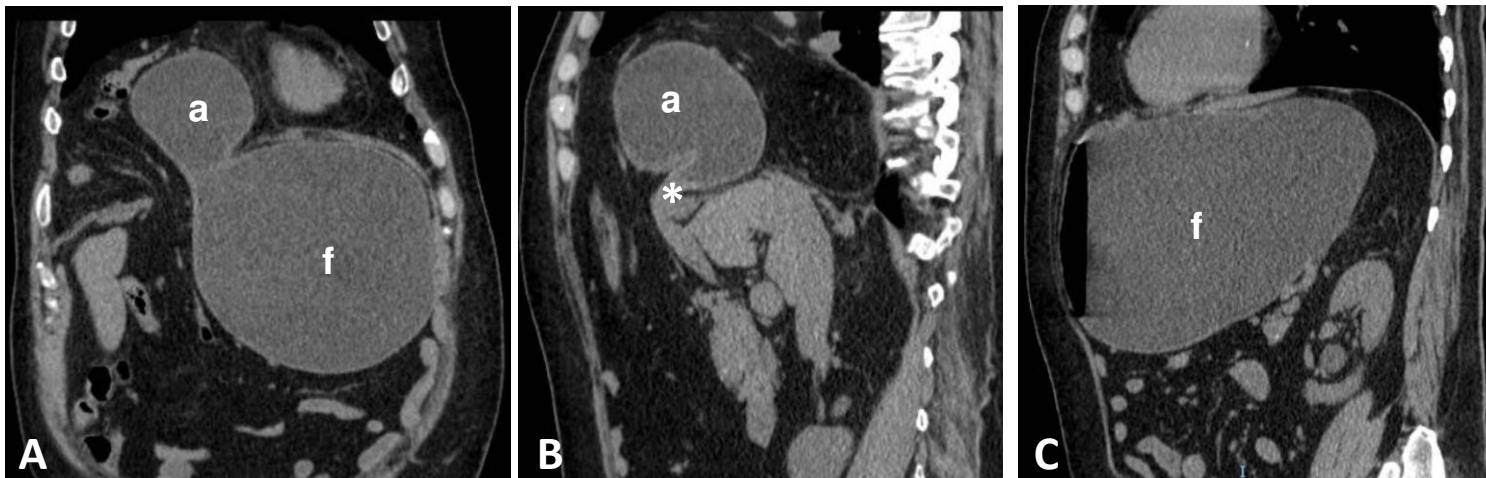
Vólvulo gástrico mesenteroaxial. (A) TC de abdomen sin contraste en plano coronal en la que se aprecia el estómago con antro (a) herniado en cavidad torácica y cuerpo y fundus (f) en la cavidad abdominal. (B) TC abdominal sin contraste en plano sagital en la que se aprecia antro (a) y unión antropilórica (asterisco) herniadas en el tórax introduciéndose por el diafragma. (C) TC de abdomen sin contraste en plano sagital en la que se aprecia el cuerpo y fundus (f) muy distendidos en región abdominal en contexto de VG.
